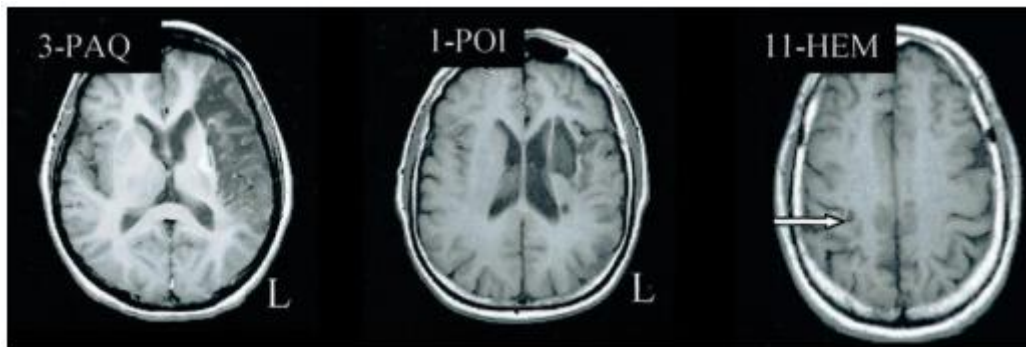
Images IRM anatomiques de trois patients ayant eu un AVC.
